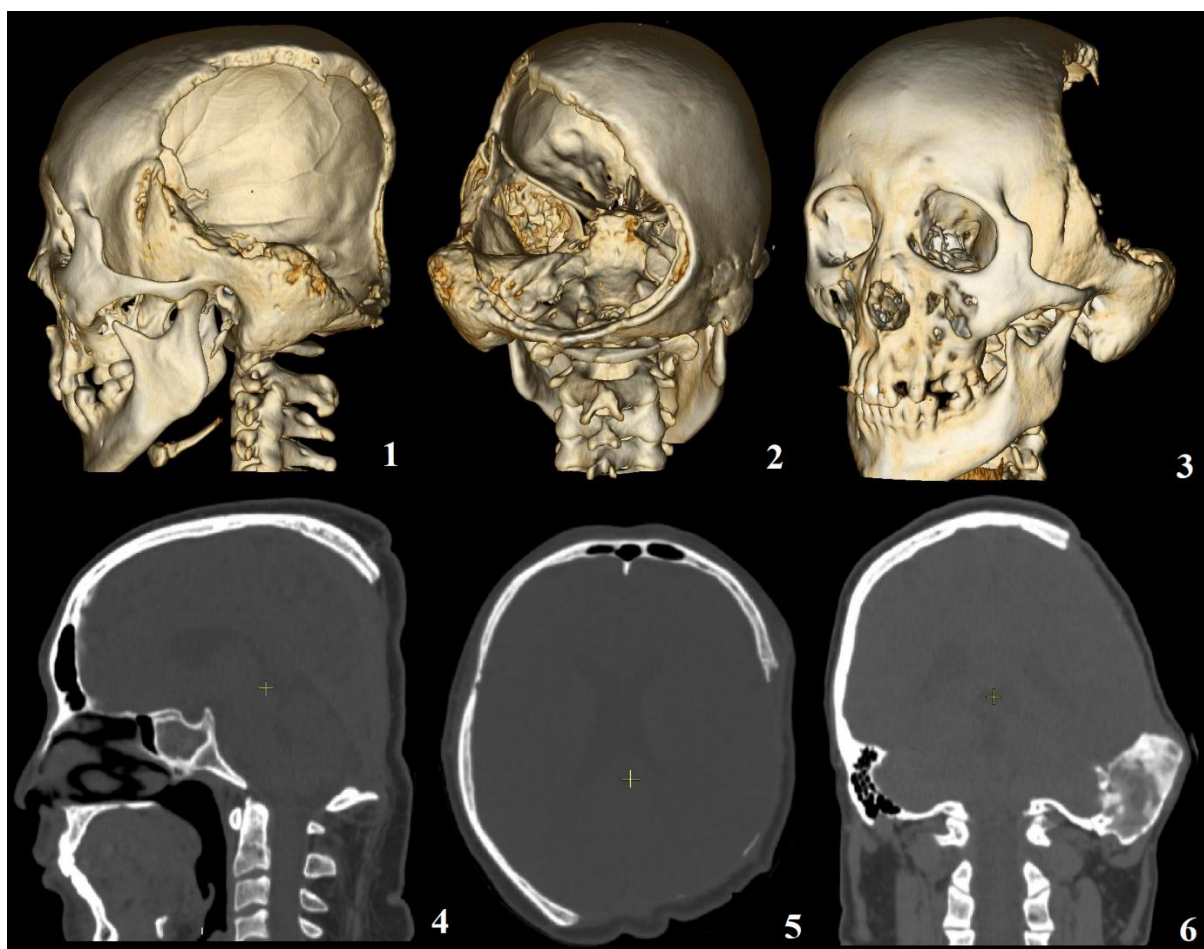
МСКТ черепа больного после второго этапа оперативного лечения.
